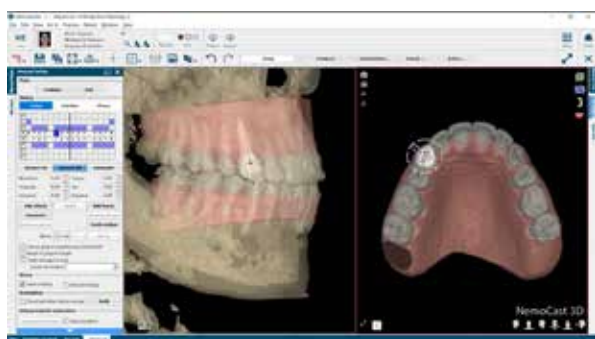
Interação da movimentação dentária com tomografias computadorizadas (nemocast).
